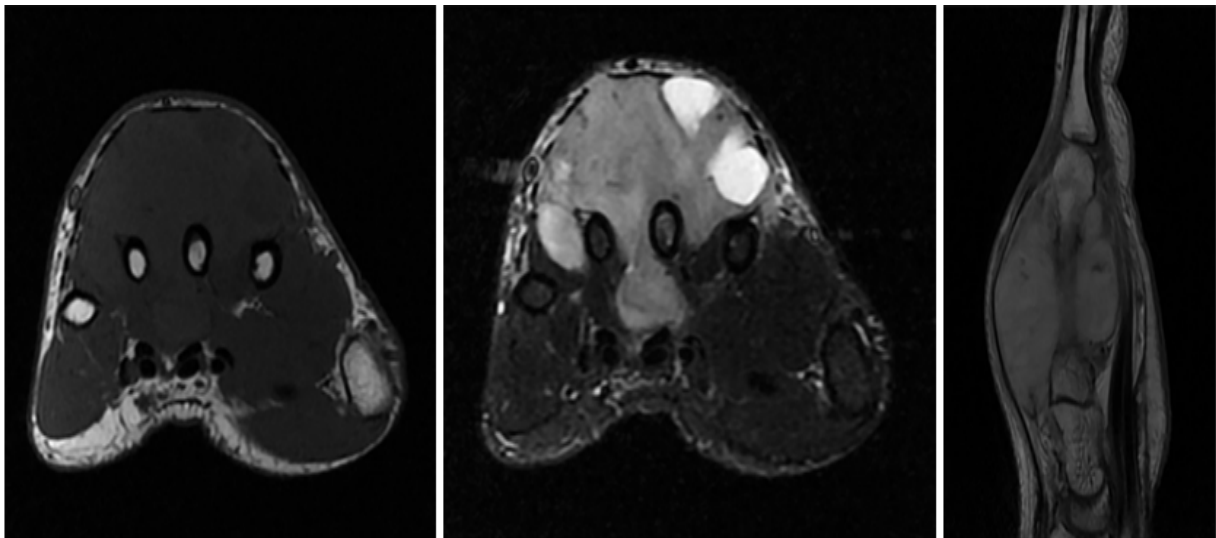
Les images IRM T1, STIR, T1CE d'un STM, respectivement ; ont montré une masse diffuse d'un diamètre de 55×52×44 mm présentant une iso-intensité en T1 et une hétéro-intensité en STIR2, renforcée par l'acide gadolinium-diéthylènetriamine penta-acétique. La tumeur s'étendait du côté dorsal au côté palmaire en passant par la fente des os métacarpiens [26]
